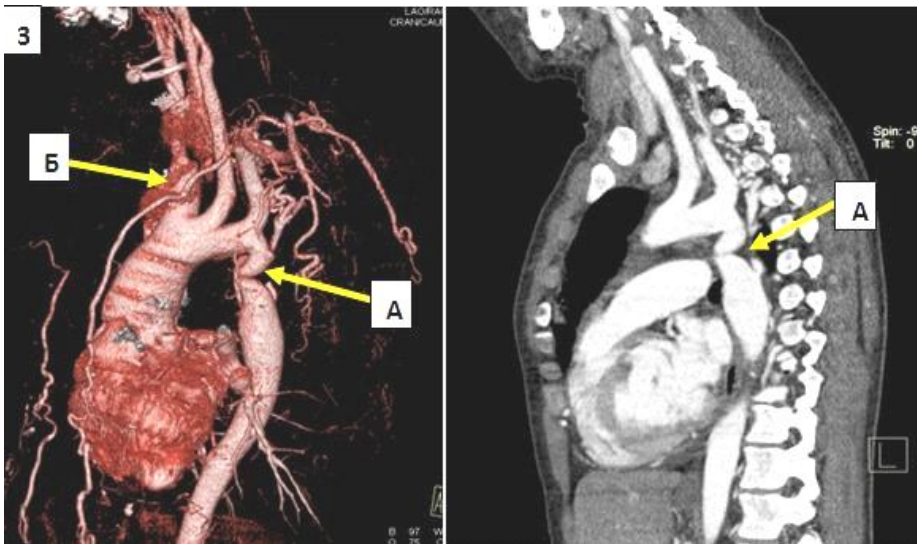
Скани МСКТ грудного та черевного відділів аорти (з контрастування) у хворого Т., 1990 р.н. – пояснення в тексті
